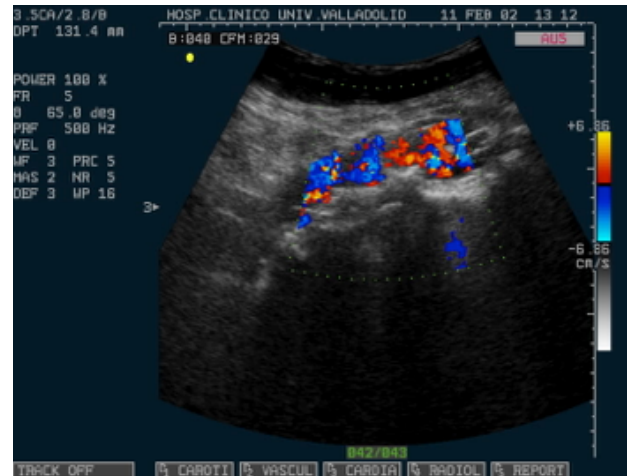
Detección de fuga tipo II con ecodoppler.
